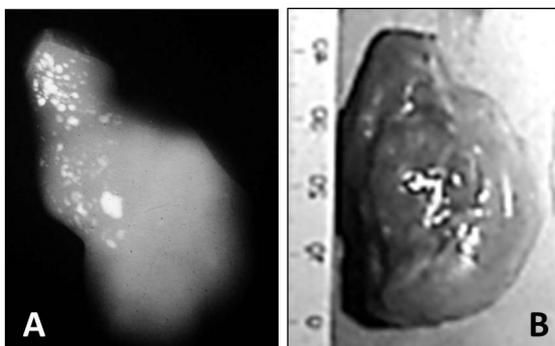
paciente con Síndrome de Swayer, portadora de un gonadoblastoma. A: radiografía de la gonada tumoral que muestra las calcificaciones del gonadoblastoma, B: pieza quirúrgica.
